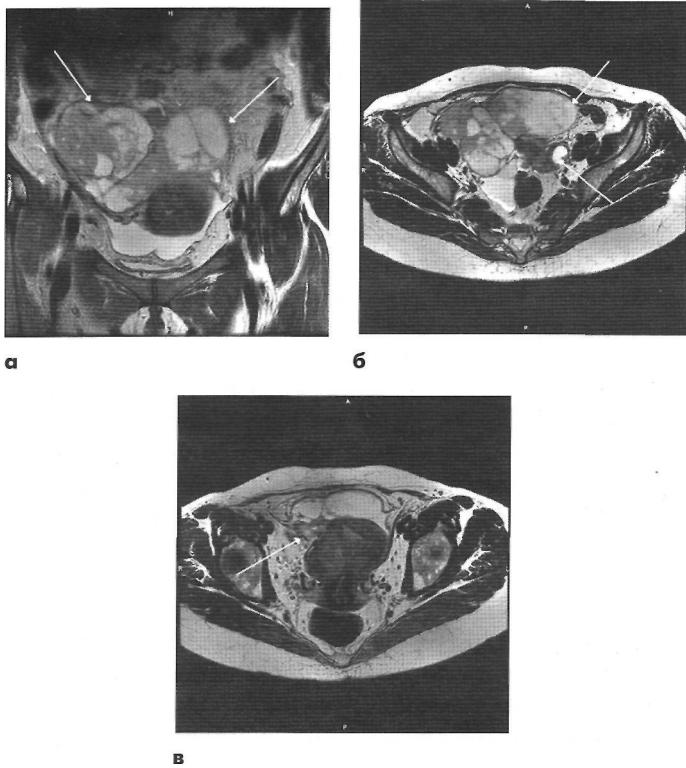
Женщина, 44 года. В анамнезе энуклеация эндометриоидных кист обоих яичников, долгое время находилась на диспансерном учете у гинеколога. При очередном осмотре выявлено объемное образование. При УЗИ диагностировано объемное образование яичников. Проведено МР-исследование органов малого таза. В коронарной (а) и аксиальной (б) плоскостях на T2-ВИ определяется кистозно-солидное объемное образование (стрелки), исходящее из правого яичника, неоднородное по структуре, с множеством неравномерно утолщенных перегородок (максимально до 4мм) с четкими ровными контурами, с прорастанием в широкую связку матки справа (в). В левом яичнике визуализируется аналогичное по МР-характеристикам образование с разрастаниями по внутренней стенке капсулы (б, пунктирная стрелка).
